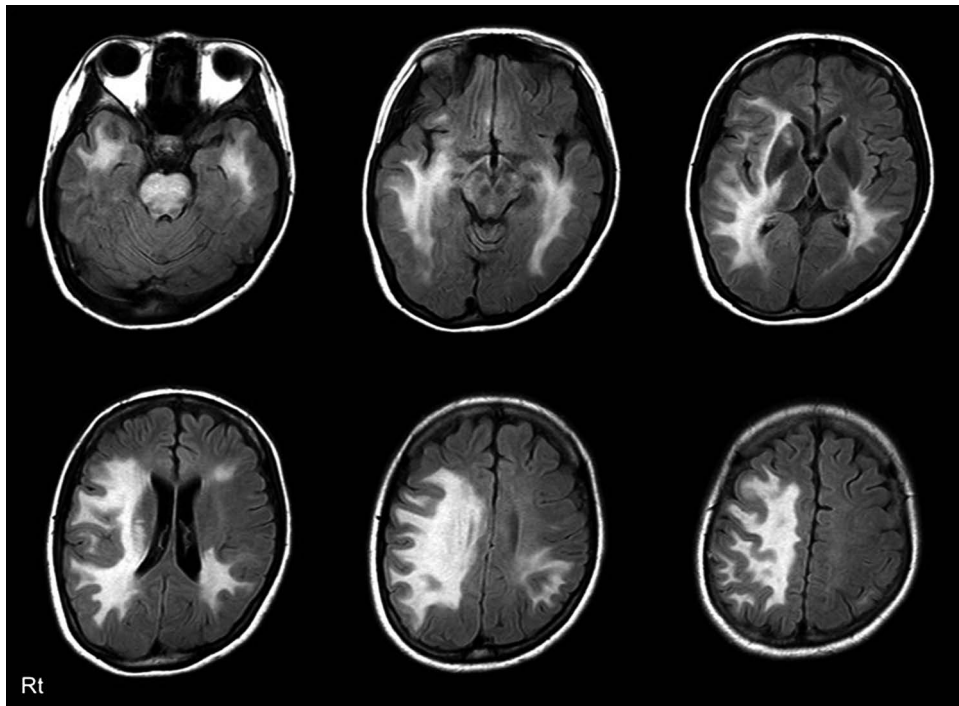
Brain MRI (1.5 Tesla) 8 days after the onset of multifocal disseminated encephalomyelitis (MDEM) in a 20-year-old patient.
